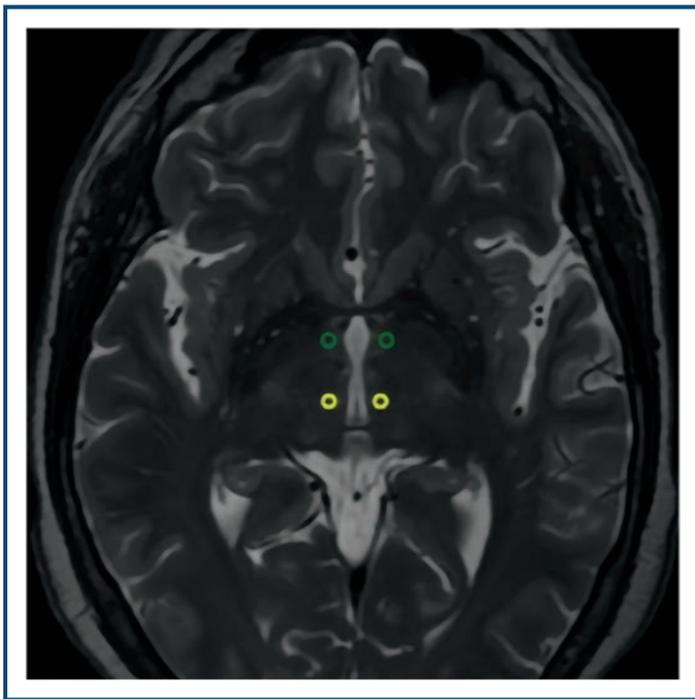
Imagen de resonancia magnética demostrando los sitios de implantación de electrodos de estimulación cerebral profunda (núcleo anterior del tálamo en color verde y núcleo centromediano en color amarillo (C).
